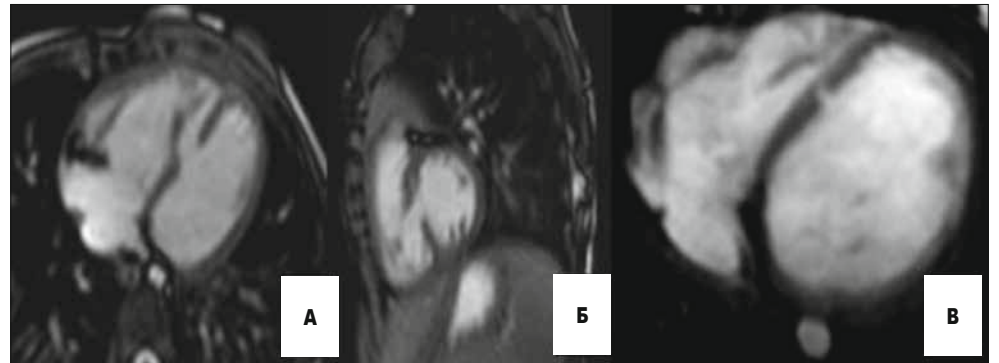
М'язові ДМШП різних розмірів у різних пацієнтів. МРТ: зображення «біла» кров в аксіальній площині (А) та в косій сагітальній площині (Б) — у пацієнта візуалізується великий дефект перегородки, в аксіальній площині (В) — маленький дефект перегородки
